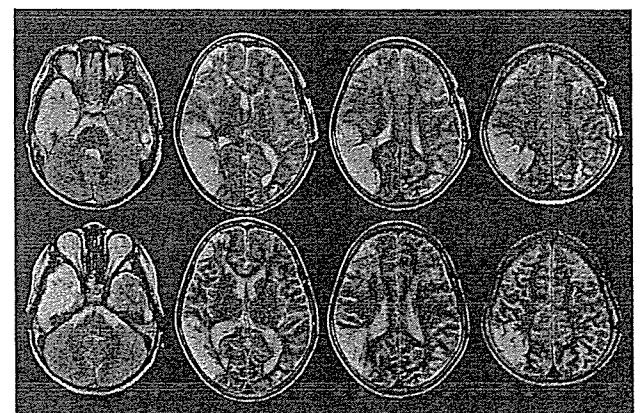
Postoperative plain MRI
